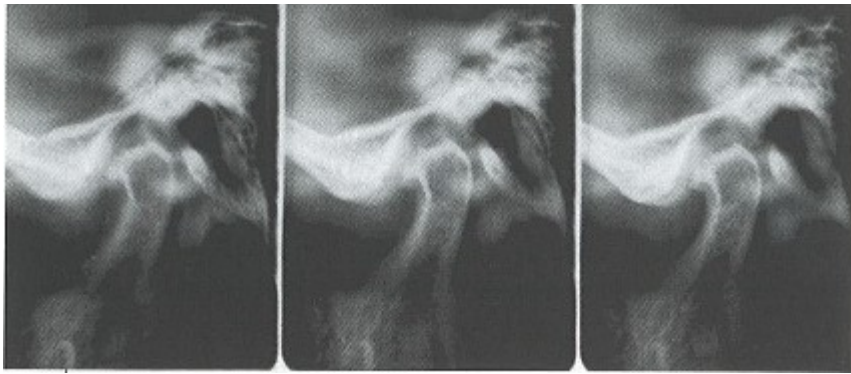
Arthrose temporo-mandibulaire : tomographie spiralée en occlusion : ostéophyte condylien. (105)
